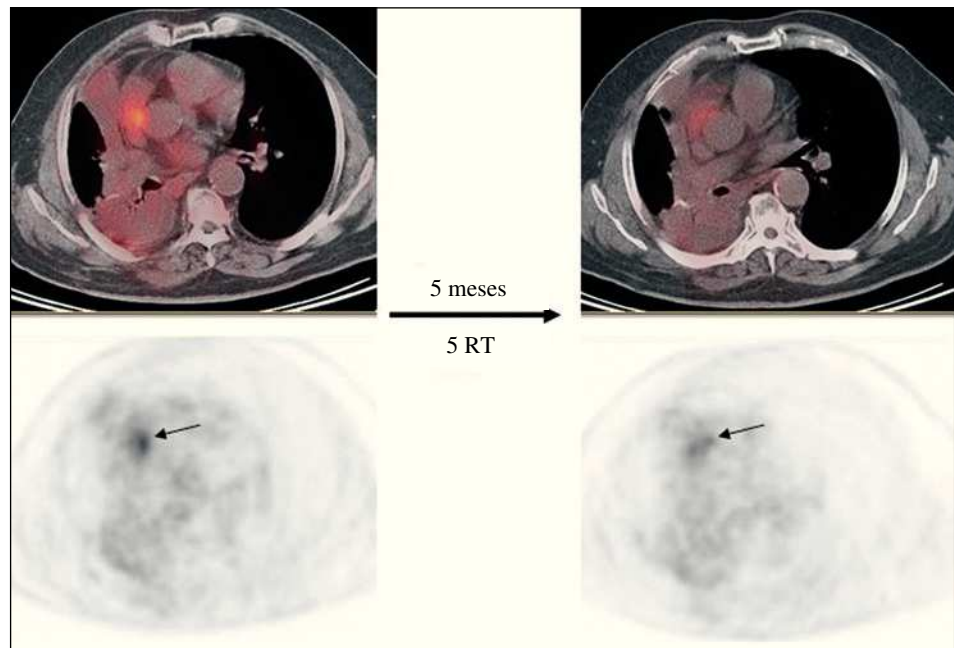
Carcinoma epidermoide de pulmón T4 N0 M0. Neoadyuvancia con quimioterapia. Valoración de la actividad residual tras radioterapia (RT). Posibilidad de rescate quirúrgico. Tomografía por emisión de positrones-tomografía computarizada: captación de fluorodesoxiglucosa (FDG) tras RT en relación con cambios postratamiento.
